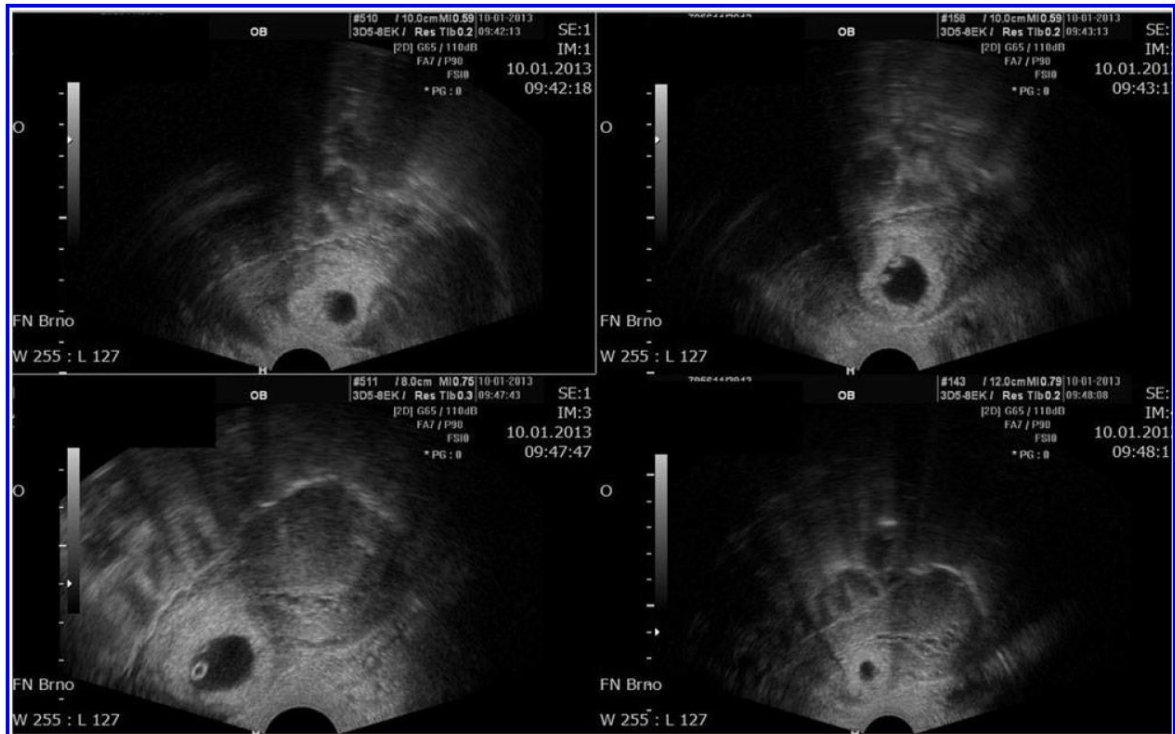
Transvaginal ultrasound images of the Cesarean scar pregnancy with fetal cardiac activity.
